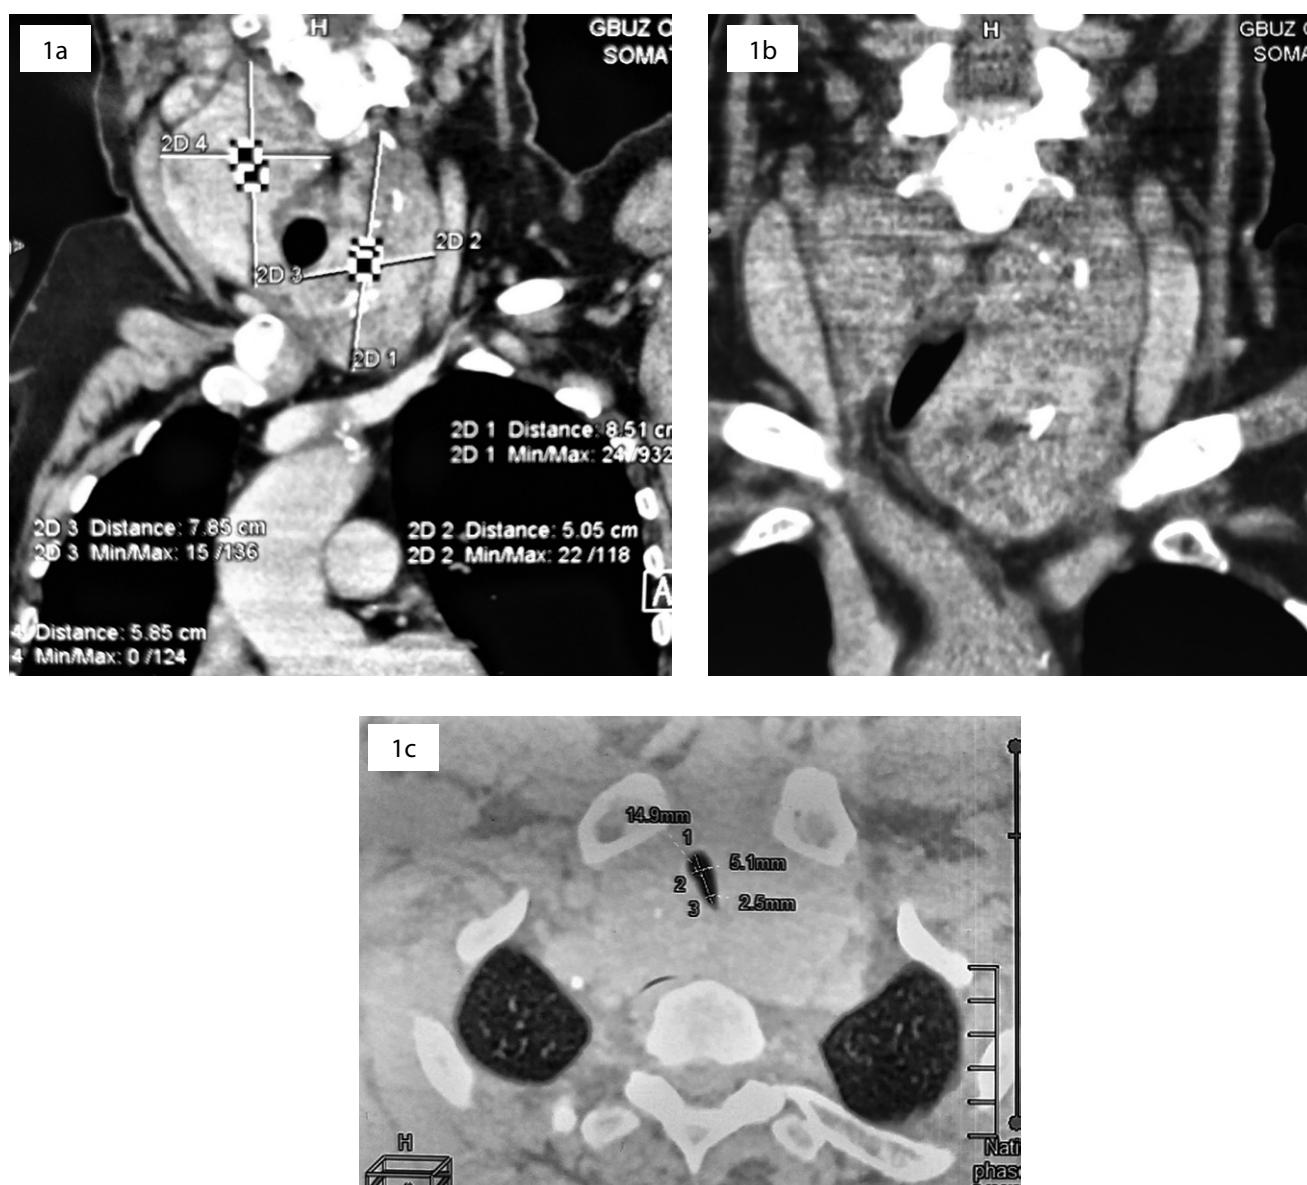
Компьютерная томография шеи.
